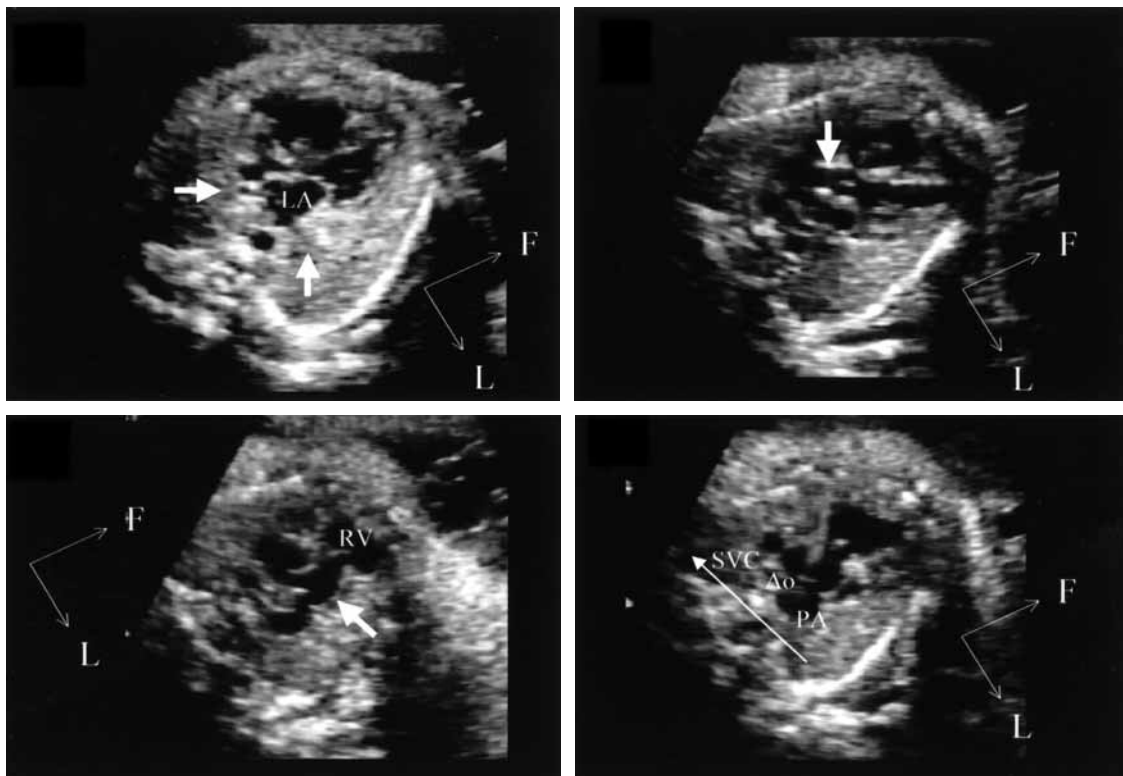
Normal fetal echocardiogram. (A) Four-chamber view. (B) Left ventricular outflow tract (arrow), seen when the probe was directed toward the fetal head from the four-chamber view. (C) Pulmonary artery (arrow), seen when the probe was directed toward the fetal head from the left ventricular outflow tract. (D) The three-vessel view. The pulmonary artery, aorta, and superior vena cava were aligned in that order from the left side when the probe was slightly translated from the left ventricular outflow tract.
